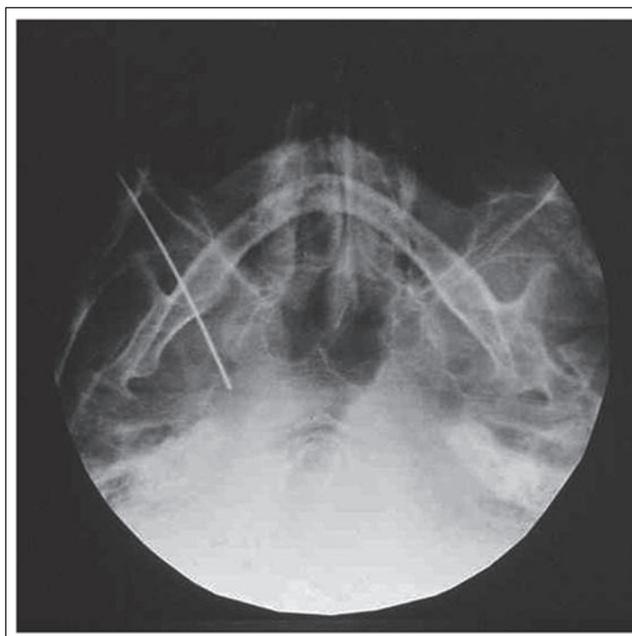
Die submentovertikale Röntgenaufnahme der Schädelbasis zeigt die Elektrodenspitze im Foramen ovale rechts.
